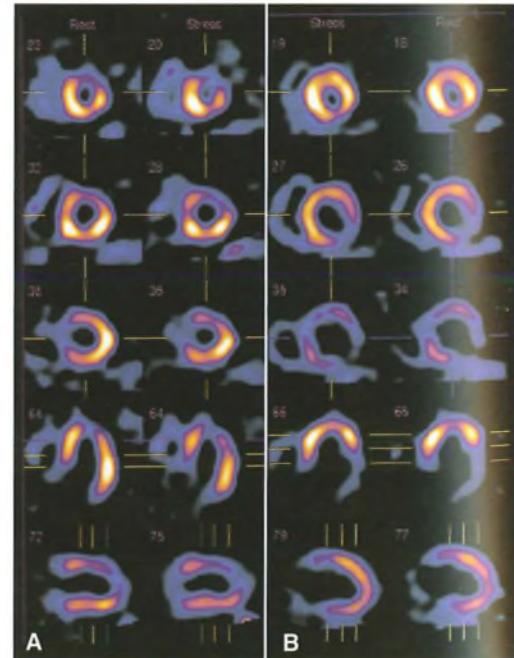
Tomoscintigrafia miocardica perfusionale in due casi di infarto del miocardio. A) Caso 1: difetto di perfusione antero-apicale che si accentua in estensione dopo lo sforzo per l'ischemia periinfarto. B) Caso 2: difetto di perfusione infero-laterale senza modificazioni dopo lo sforzo.
